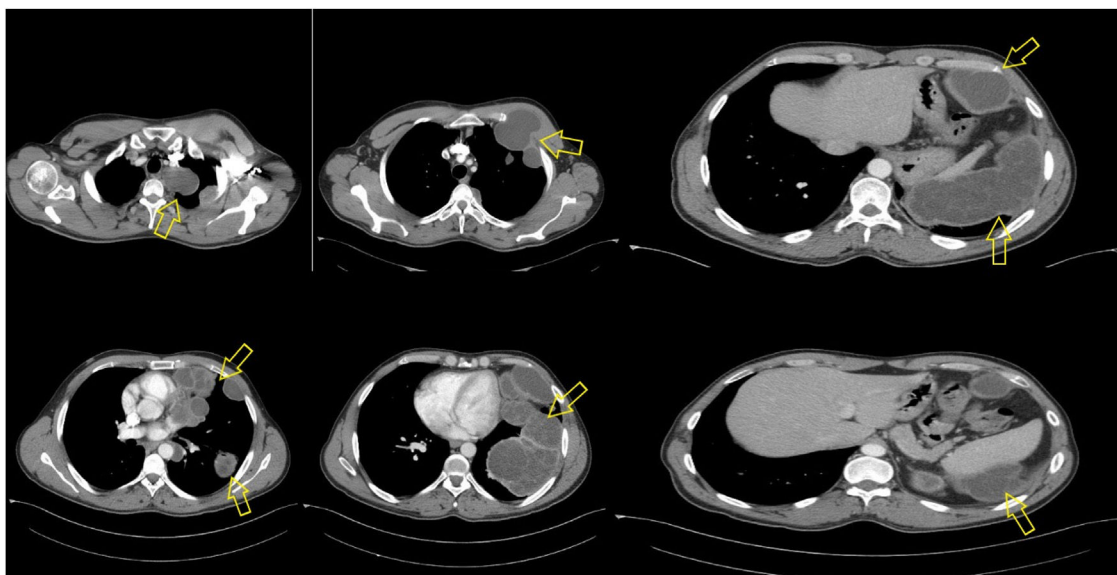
TC de cuerpo completo.
